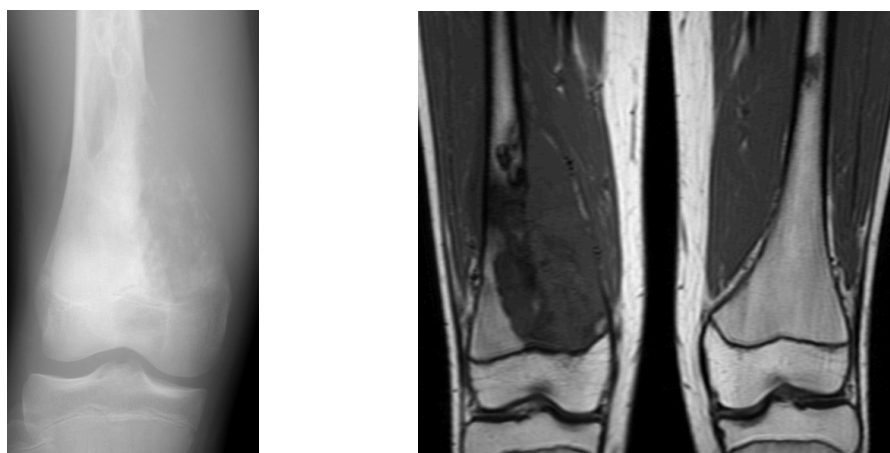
und Abbildung 2. 15jähriger Patient mit Osteosarkom. Im konventionellen Röntgenbild ausgeprägte osteolytische Destruktion des Femurs mit begleitender Periostreaktion. Im daraufhin durchgeführten MRT zeigt sich ein infiltratives Wachstum in die benachbarte Muskulatur.
